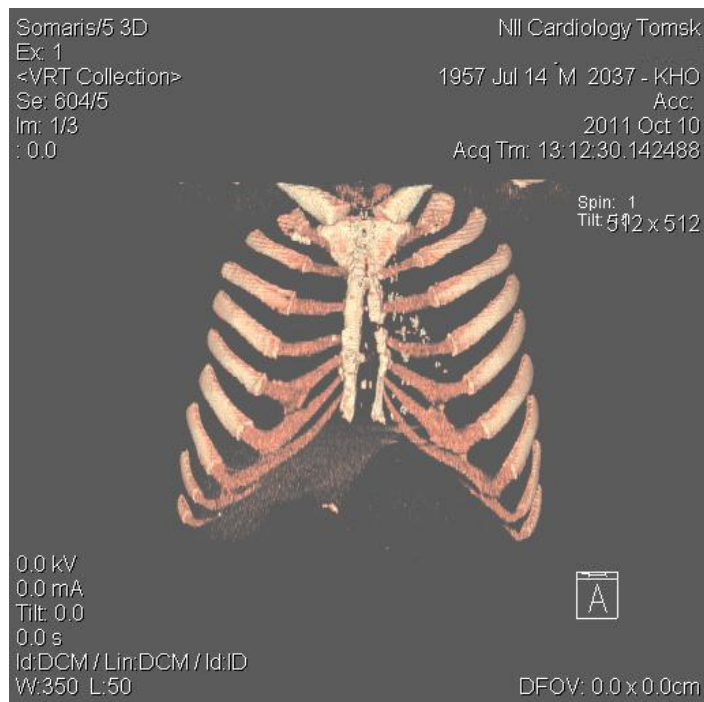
Больной Д, 54 лет. МСКТ через 7 месяцев после операции МКШ и АКШ, несостоятельность швов и диастаз половин грудины, поперечный перелом левой половины тела грудины, остеомиелит левой половины тела грудины
